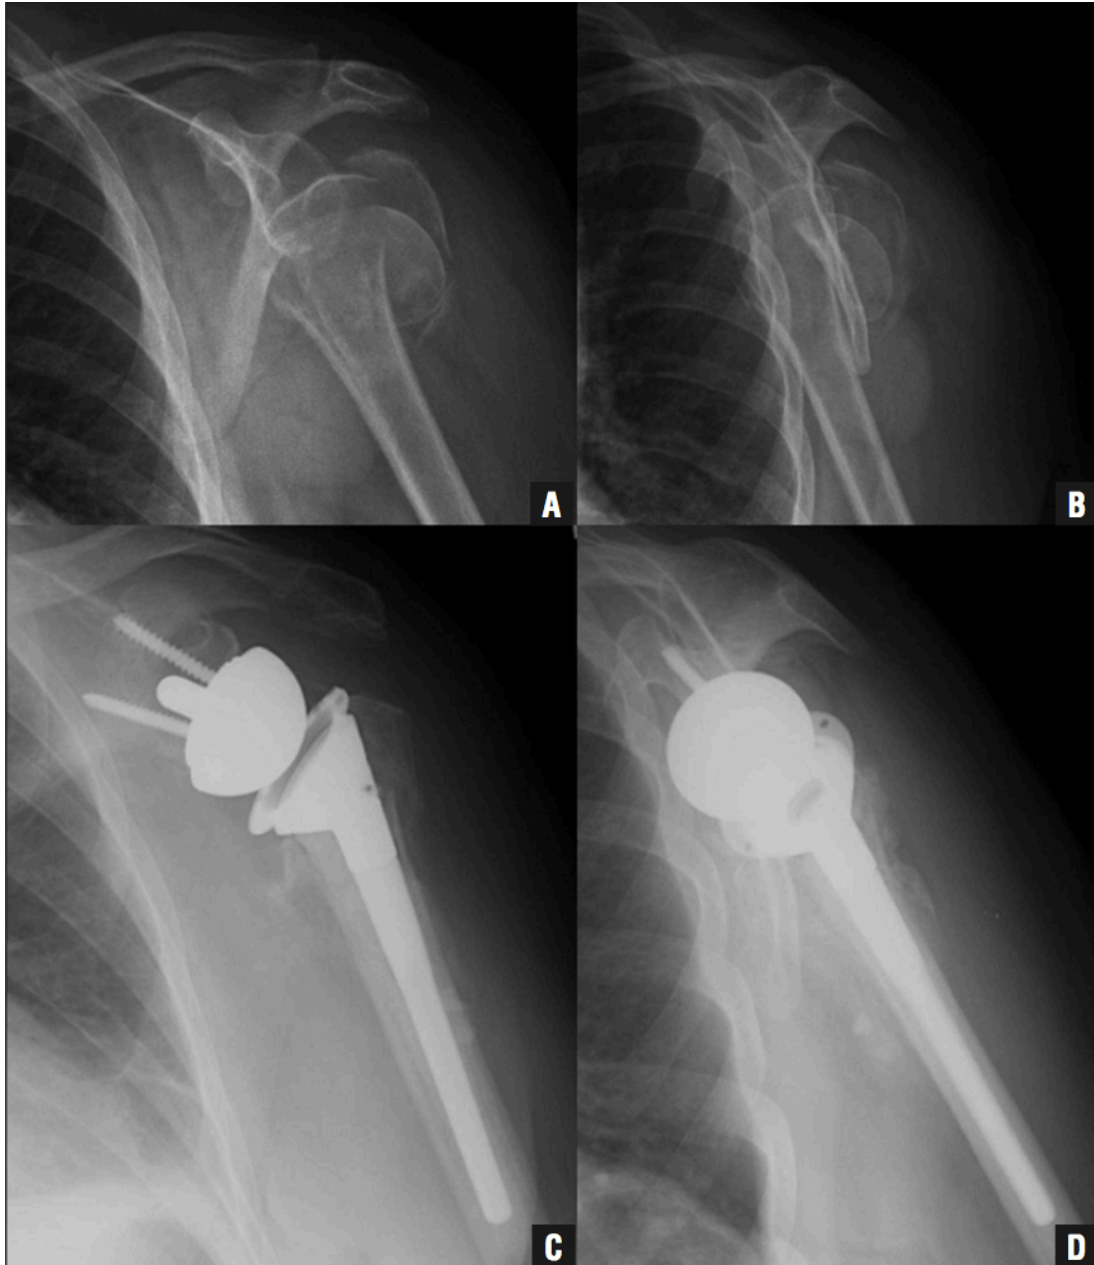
Radiografia em incidência anteroposterior (A) e em Y escapular (B) de fratura da extremidade proximal do úmero de quatro partes impactada e com angulação interna da diáfise, submetida a prótese inversa do ombro (C, D)².
